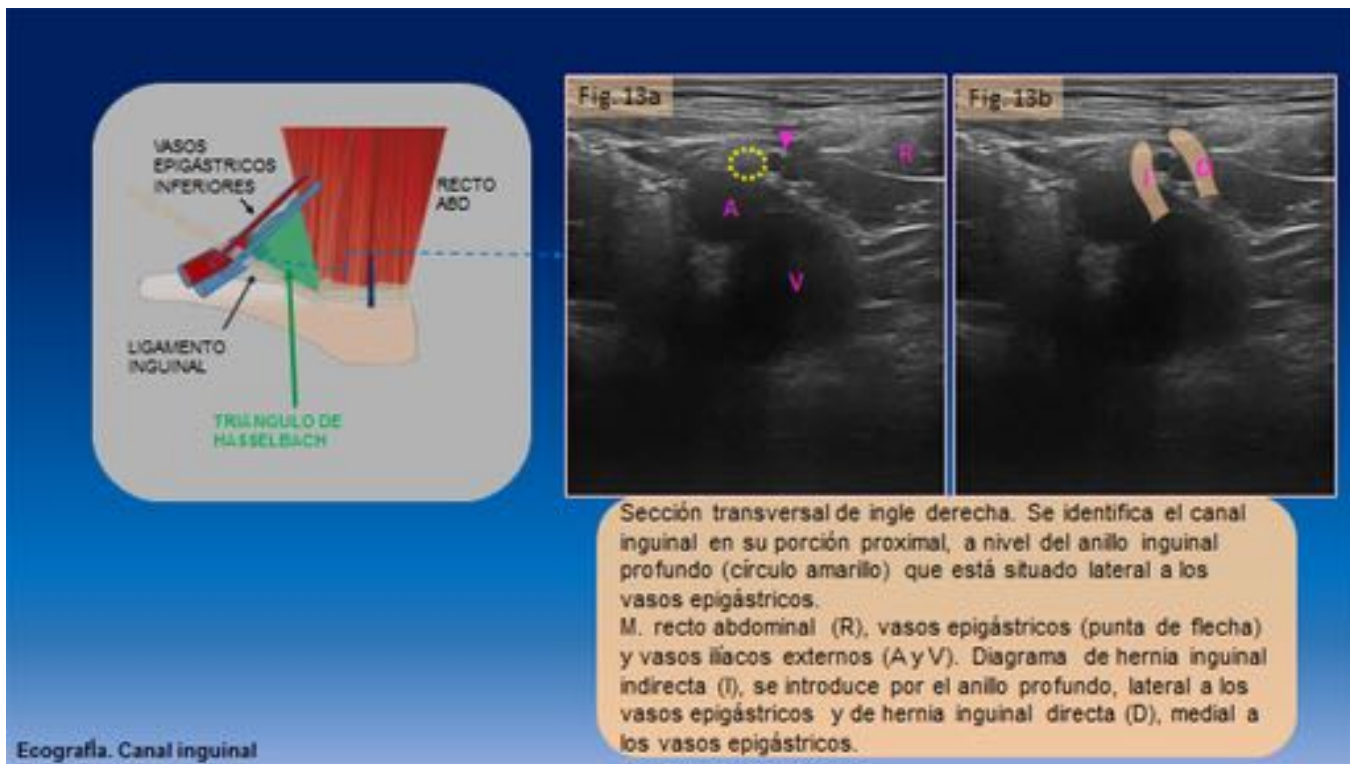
Ecografía. Canal inguinal.
